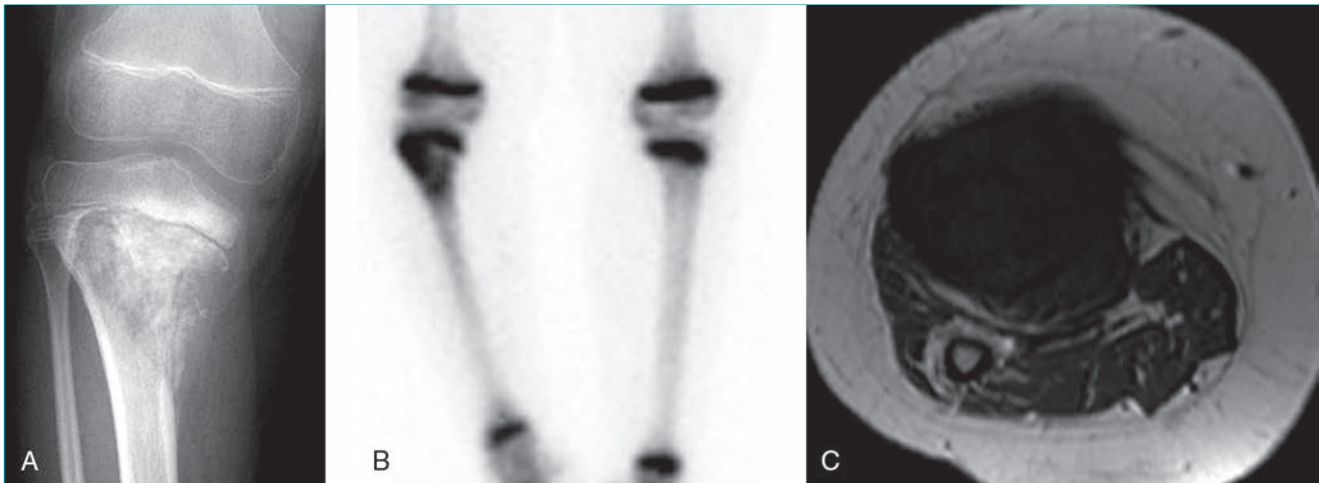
Osteosarcoma en la región proximal de la tibia derecha de un niño de 8 años. A, La radiografía anteroposterior muestra el colapso de la cortical medial con una fractura mínimamente desplazada. Se observa tanto destrucción ósea como formación ósea. B, La gammagrafía con tecnecio (Tc-99m) revela una captación intensa en la zona del tumor. C, La RM axial en T1 pone de manifiesto una masa de partes blandas pequeña en la región medial.
